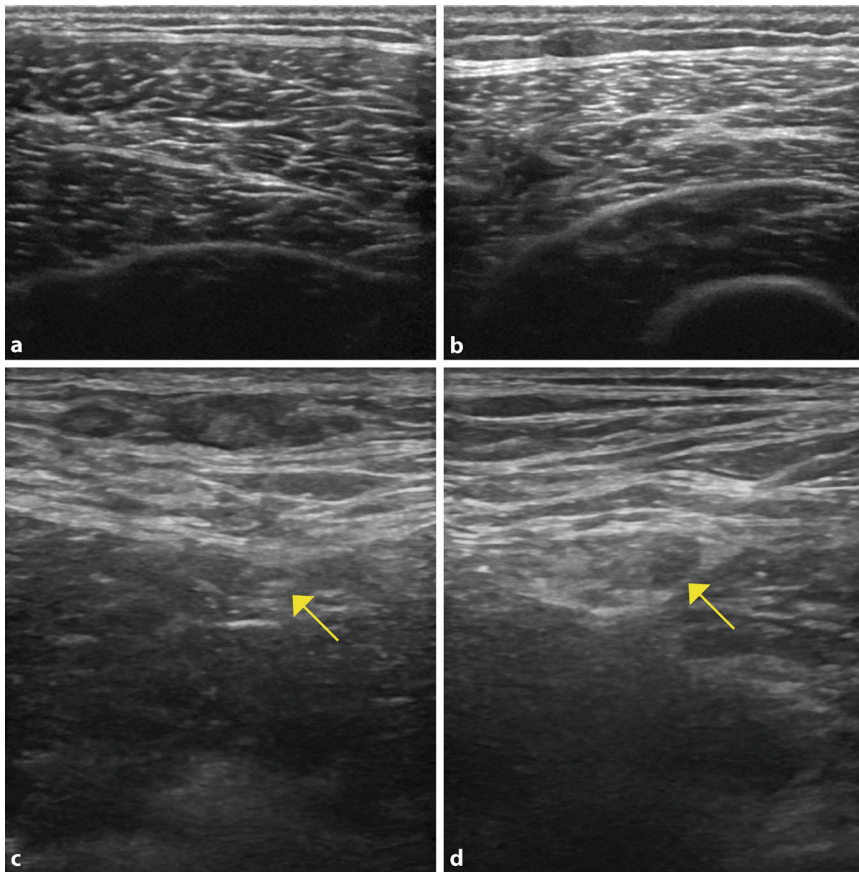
▲ Hochaufgelöste Ultraschalldarstellung der unteren Extremität bei Neuritis. Im Vergleich zum Normalbefund der rechten unteren Extremität (a, c) stellt sich linksseitig eine deutliche neuritisbedingte Atrophie der Quadrizepsmuskulatur (b) dar. Der N. femoralis (Pfeil) zeigt sich in der Inguinalregion massiv aufgetrieben (d), verbunden mit einer vermehrten Durchblutung im Farbdoppler (keine Abbildung)
